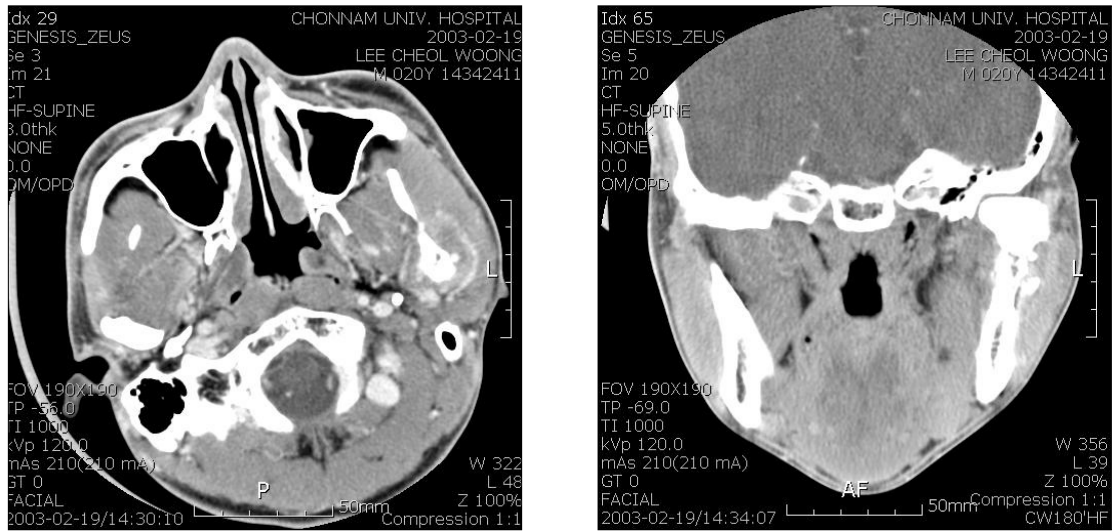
Facial CT findings ; Bony destructive change on the head and the neck of the left mandibular condyle, peripheral enhancing mass lesion (diameter : about 3 cm) and no enlarged both cervical lymphadenopathy was noted. Our diagnosis was 'Osteomyelitis' with abscess formation or malignant tumor with bone destruction.
